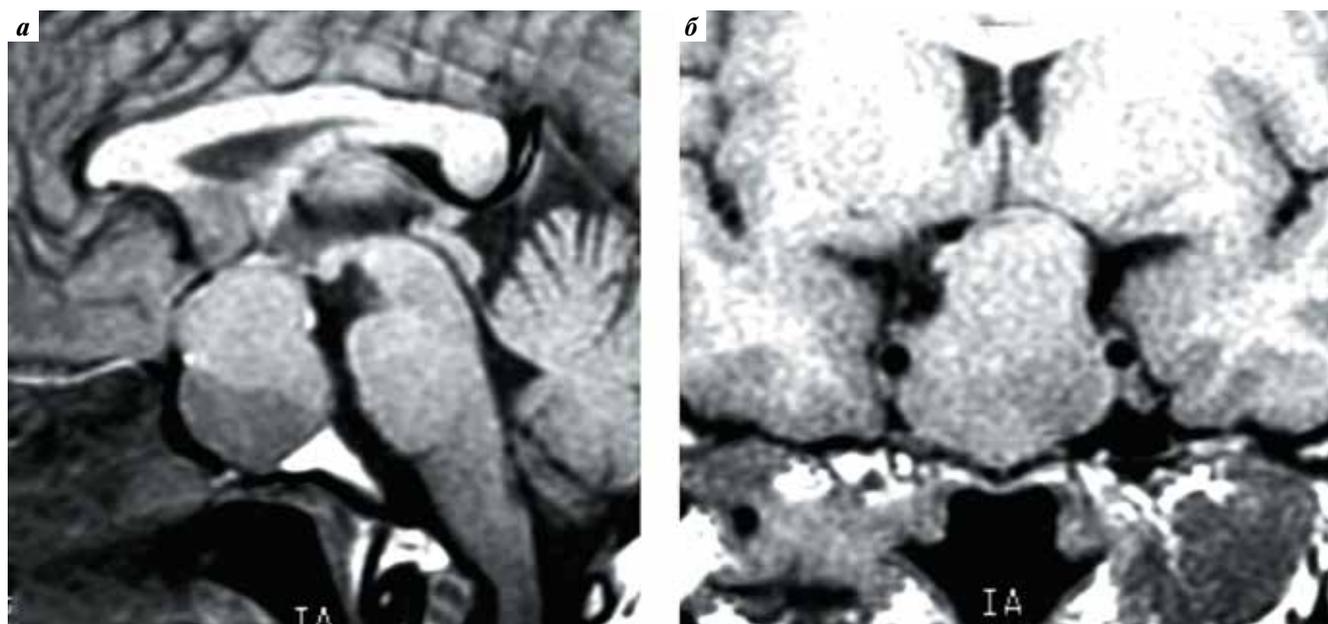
Магнитно-резонансные томограммы пациентки С. в T1-режиме до операции: сагиттальный (а) и коронарный (б) срезы. Визуализируется эндосупраселлярная аденома гипофиза
